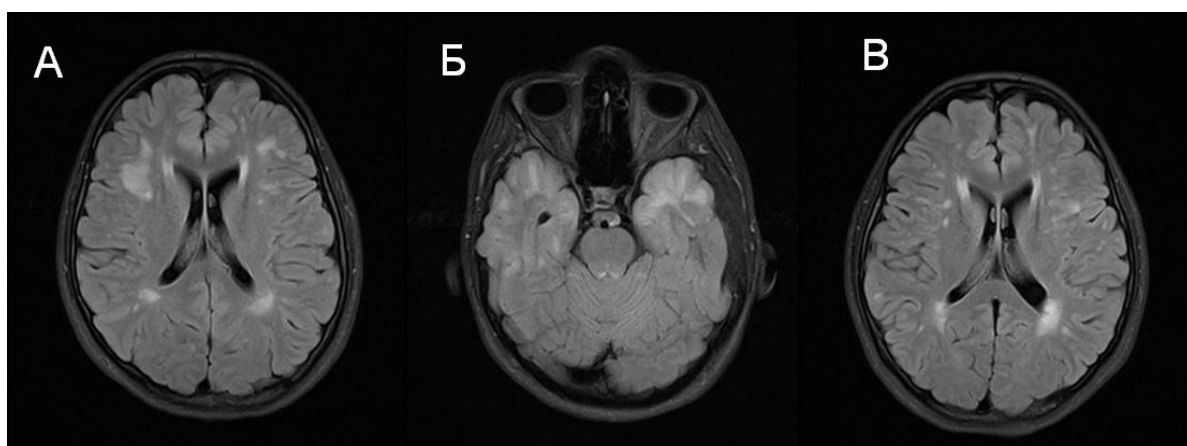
МРТ-изображения в режиме T2 FLAIR. А– многоочаговое поражение белого вещества головного мозга, в т.ч. Б – полюсов височных долей с обеих сторон, В–наружной капсулы, преимущественно справа
